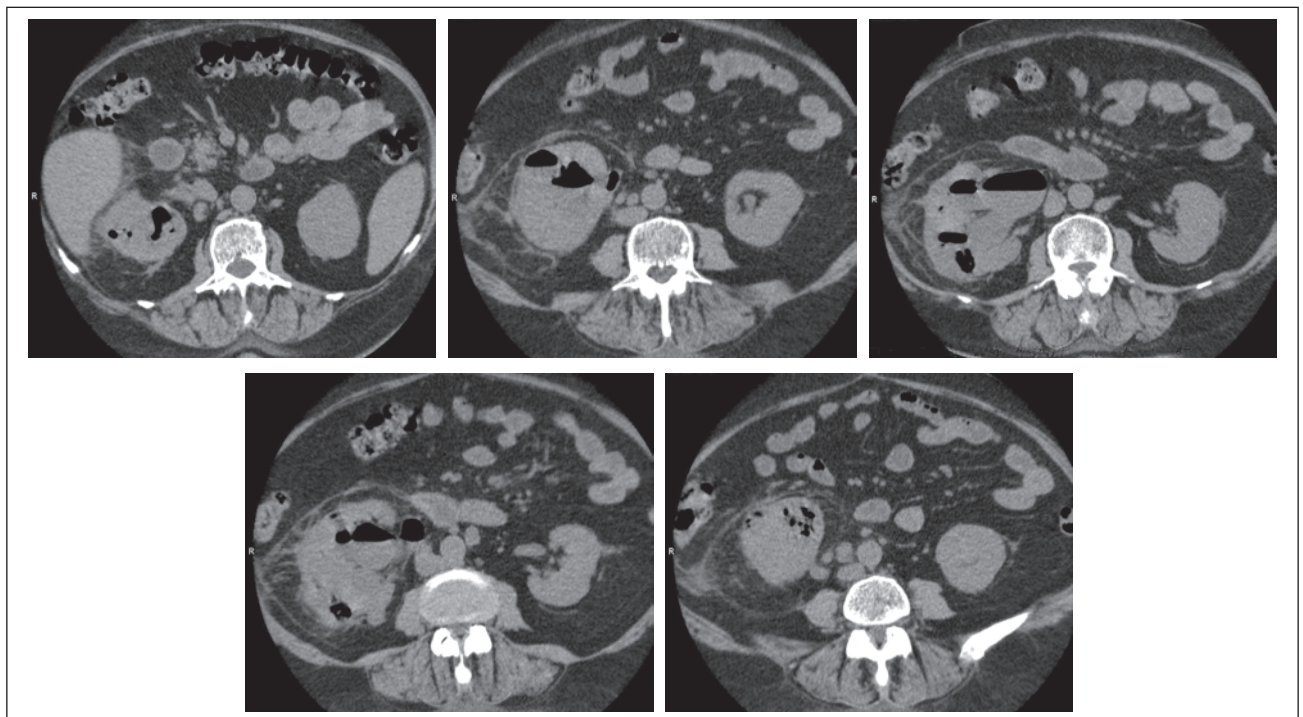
Нативна комп'ютерна томографія хворої з емфізематозним пієлонефритом
